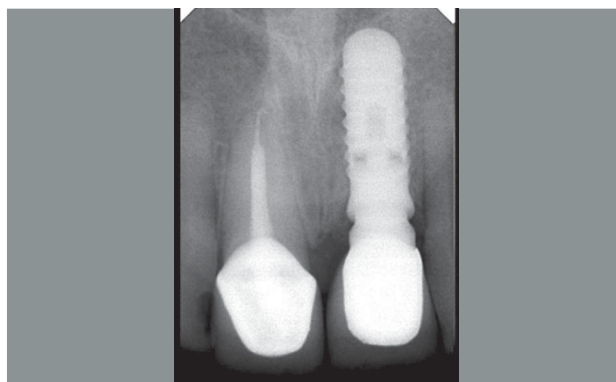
Radiografía intraoral de control realizada tres años después de la entrega del trabajo definitivo
